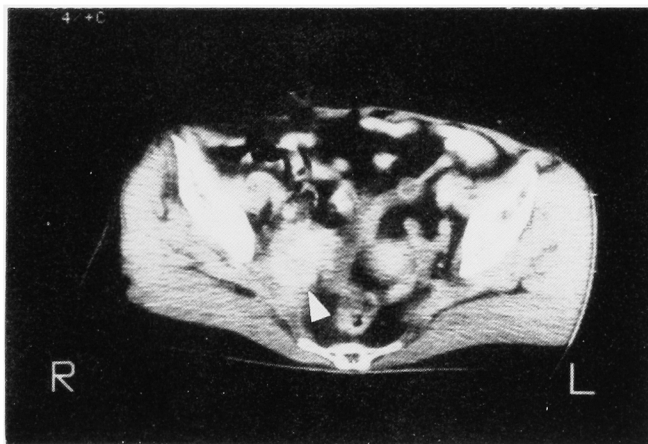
Case 2. CT scan at S<sub>4</sub> reveals abnormal soft tissue mass (arrow) in the right pelvic floor.
